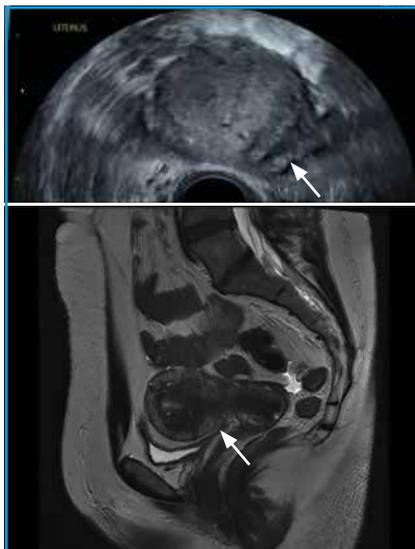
Plage myométriale hétérogène en échographie avec cryptes adényosiques. Augmentation de l'épaisseur de la zone jonctionnelle en IRM séquence T2 avec quelques spots hyperintenses.
